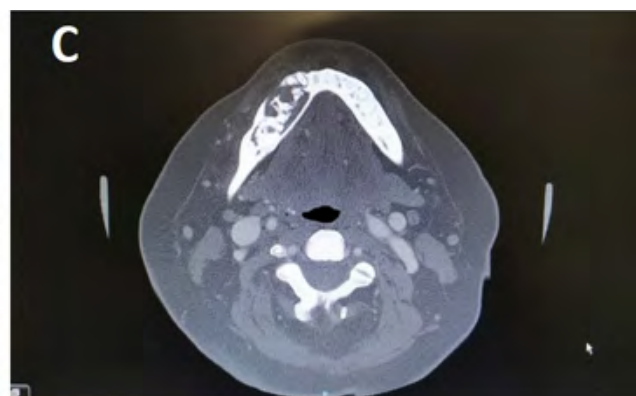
(A) Ortopantomografía inicial junio 2012, (B) Ortopantomografía octubre 2012 se observa progresión de la lesión en hemiarcada inferior derecha, (C) Imagen del TAC de la lesión mandibular.
